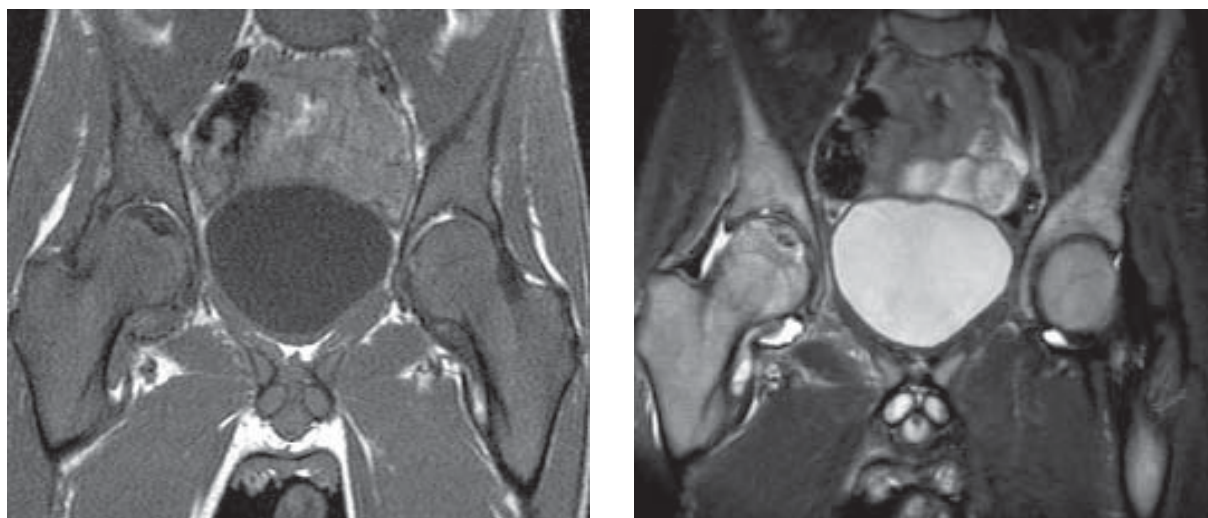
Necroza aseptică cap femural stâng. IRM secțiuni coronale T1, T2 FS. Fragmentul necrozat cu formă semilunară este hipointens în T1. În jurul său se constată o linie hipointensă bine vizibilă în T2.
